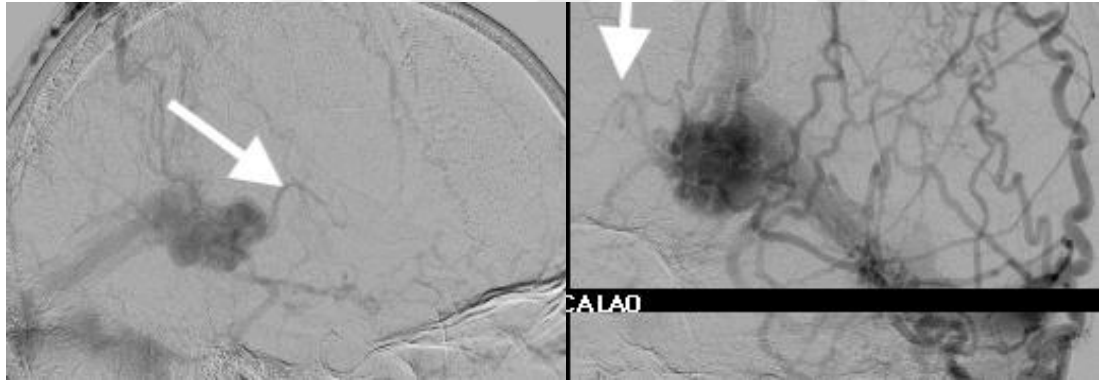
ICV'ler MRG görüntülemeye de bilateral dilate olup TSV üzerinden yüzeysel venlere doğru boşalması için transmedüller-transparenkimal kollateral yapılar izlenmektedir.
